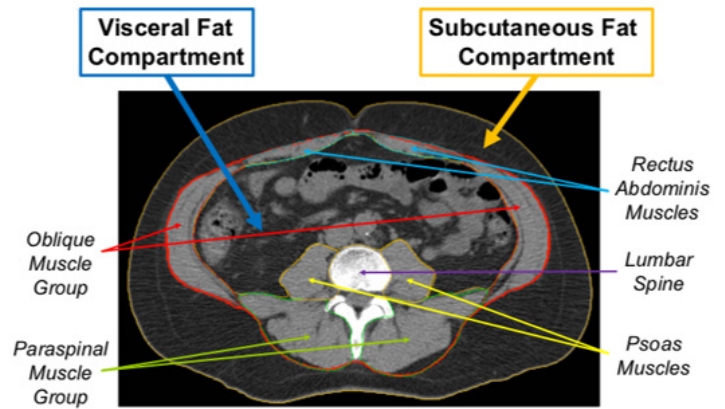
Abdominal CT Slice
